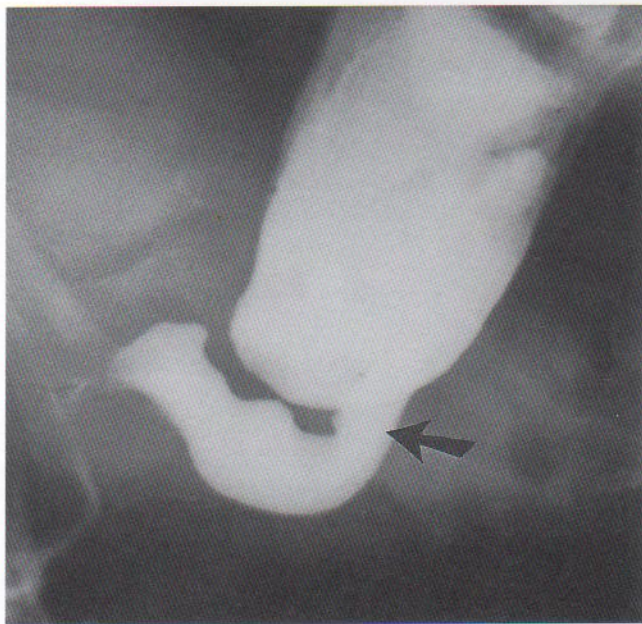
Radiografía lateral del colon después de un enema de bario en un niño de un mes de edad con megacolon congénito o enfermedad de Hirschsprung. El segmento distal agangliónico (recto y colon sigmoide distal) es estrecho, con un intestino ganglionar normal distendido por material fecal por encima de él. Obsérvese la zona de transición (flecha). (Cortesía del Dr. Martin H. Reed, Department of Radiology, University of Manitoba and Children's Hospital, Winnipeg, Manitoba, Canadá.)
